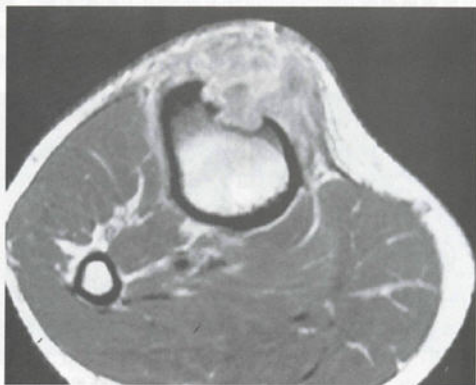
皮质内骨肉瘤 MRI 增强扫描
